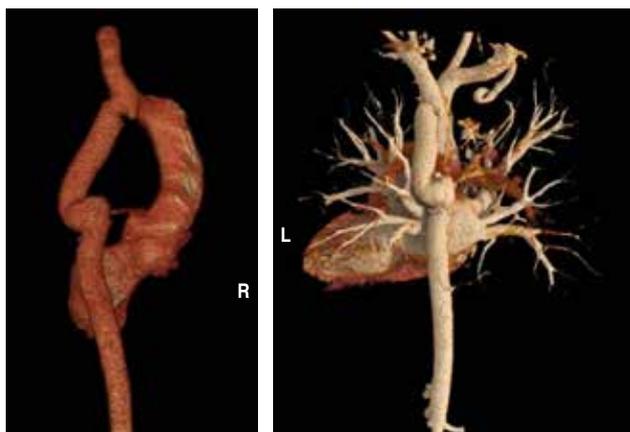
Angiotomografía de aorta torácica con reconstrucción tridimensional que muestra en aorta posterior al origen de la arteria subclavia derecha, interposición de tubo de Dacrón.
